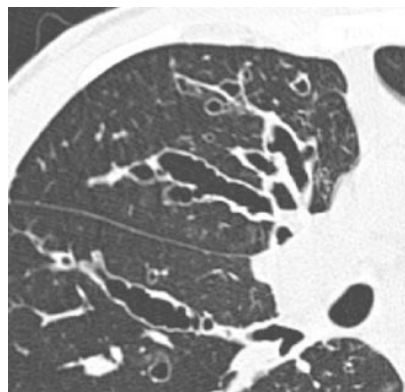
Corte transversal de TAC muestra bronquiectasias varicosas.
